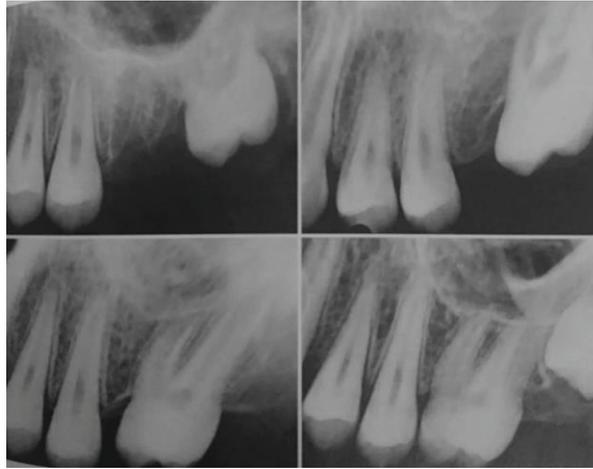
Radiografías tomadas en un intervalo de 6 meses después de la pérdida de un primer molar permanente superior antes y después de la erupción del segundo molar.<sup>1</sup>
